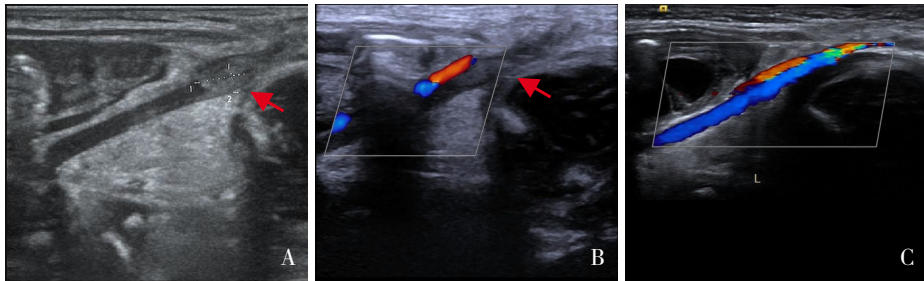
病例 3 左髂外静脉血栓患儿超声治疗前后对比 A、B: 治疗前箭头处可见左髂外静脉增宽，管腔内条状稍低回声团，大小 0.75 cm × 0.29 cm，局部血流淤滞，提示左髂外静脉血栓；C: 经肝素治疗后管腔内血流通畅，未见异常信号。
